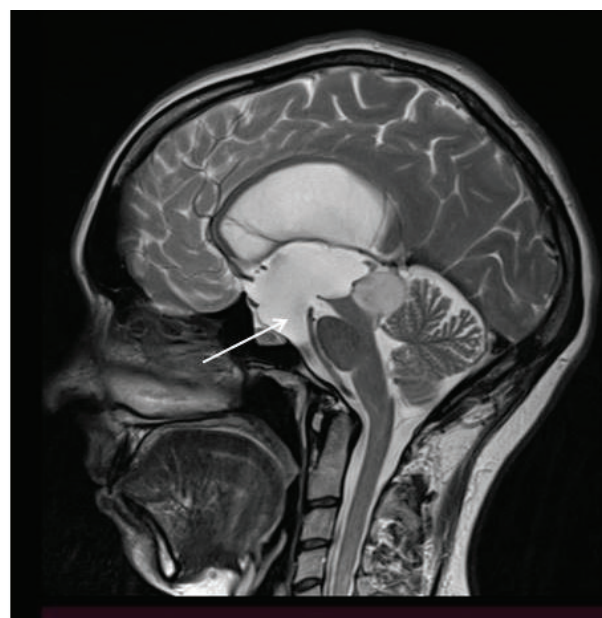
МРТ головного мозга в 2018 г. (сагиттальная проекция). Дефект дна третьего желудочка (белая стрелка)
